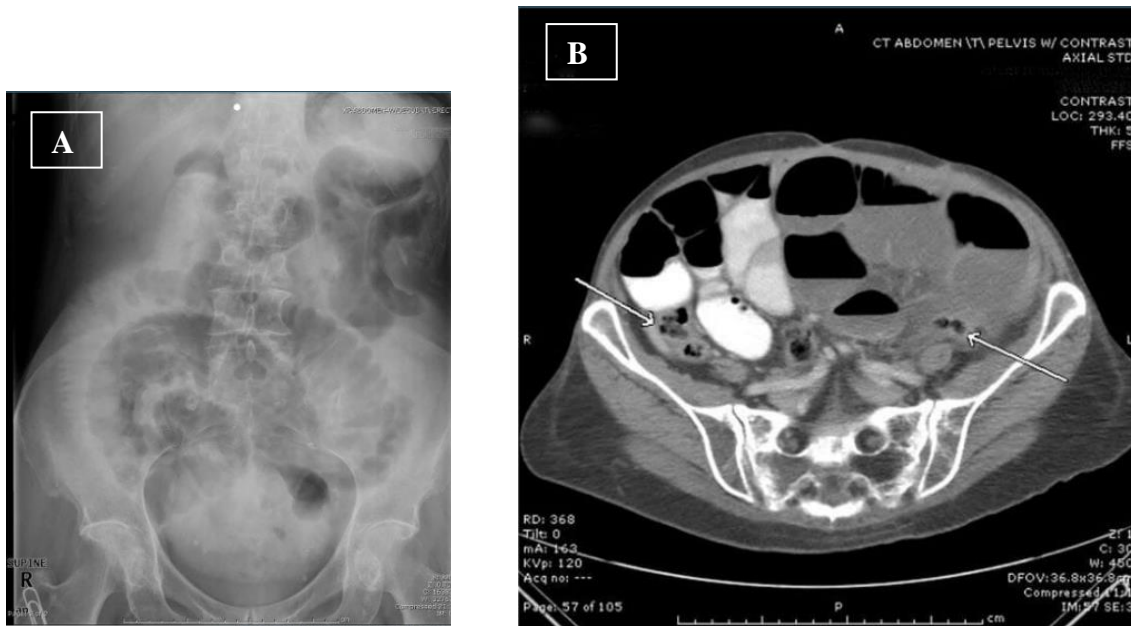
Examen radiologique (occlusion du grêle) : A : Rx en décubitus dorsal ; B : TDM
